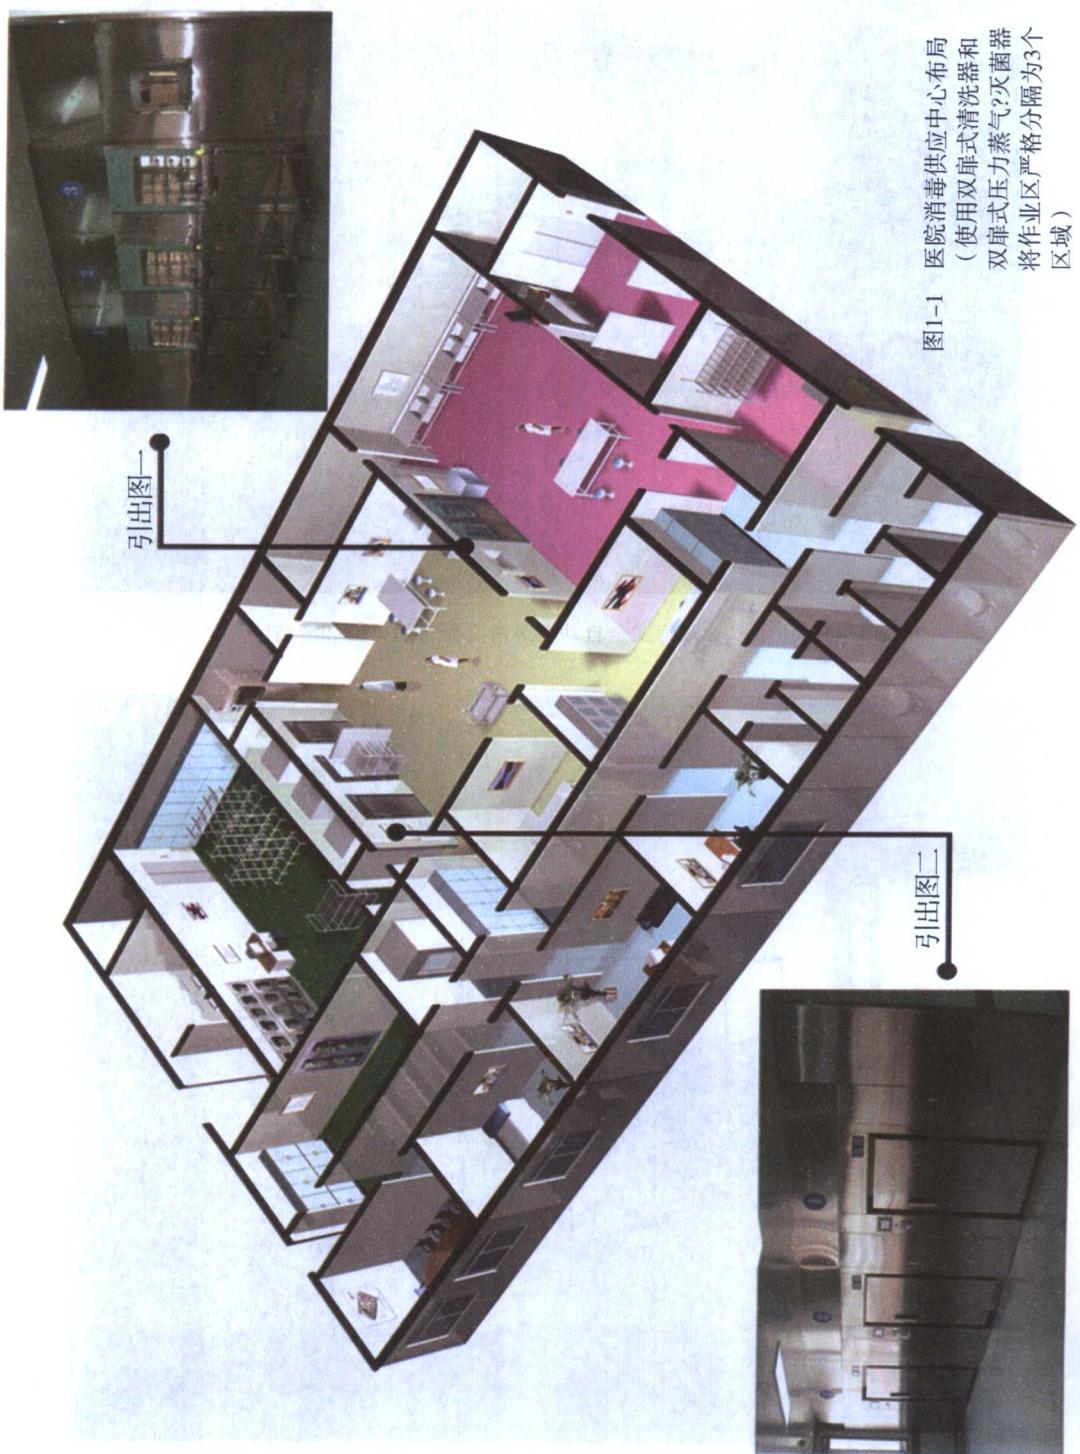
引出图 1 双扉式全自动超声清洗器将污染区和清洁区隔开
